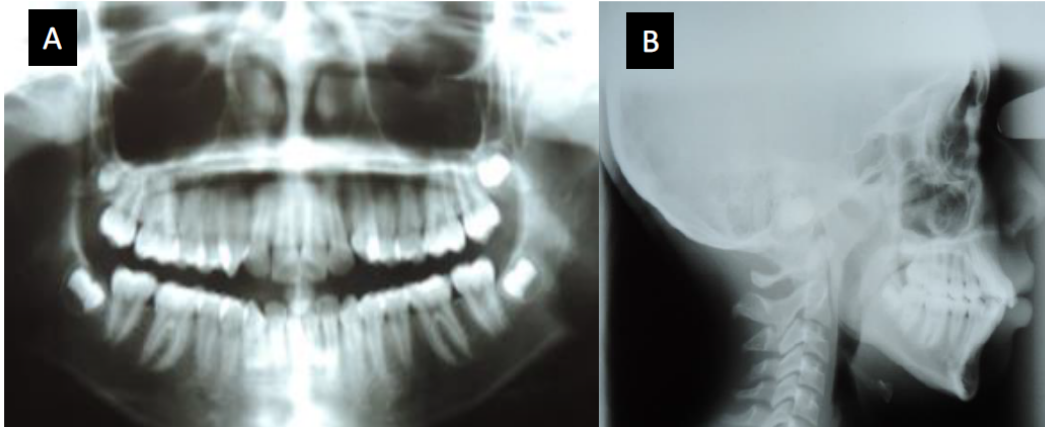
A: Radiografía panorámica y B: lateral de cráneo; A: Panoramic x-ray and B: skull lateral
